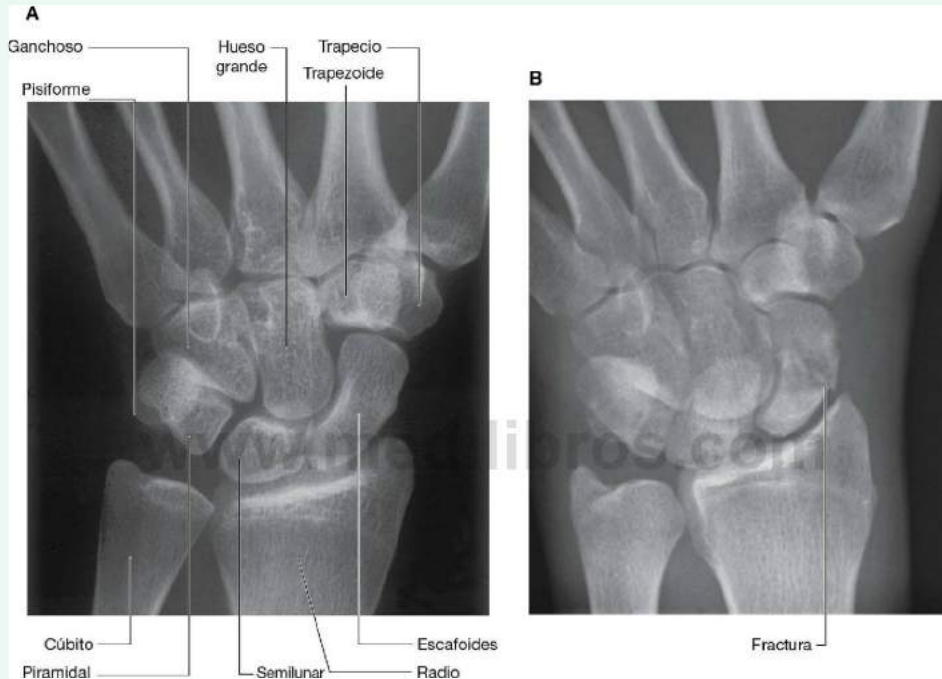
Radiografías de la muñeca (proyección posteroanterior) A. Normal. B. Fractura del escafoides.
